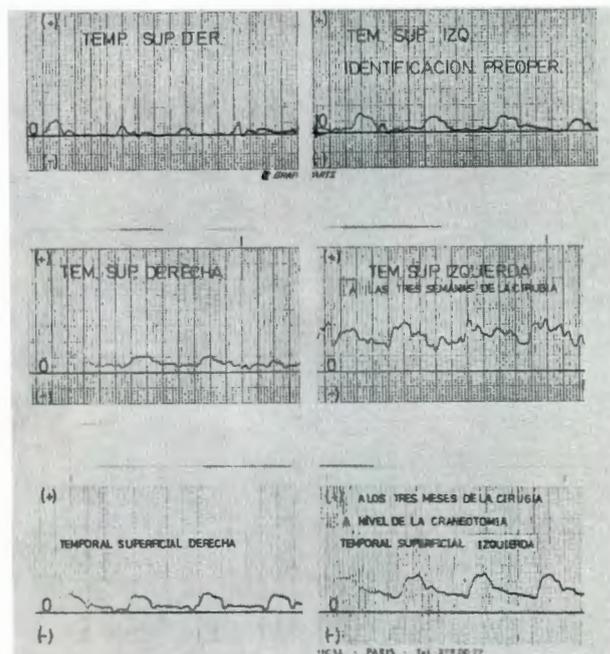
Curvas de velocidades sanguíneas obtenidas mediante Ultrasonografía Doppler. En las mismas se observa el aumento del flujo diastólico que corresponde a la encefalización del vaso.
